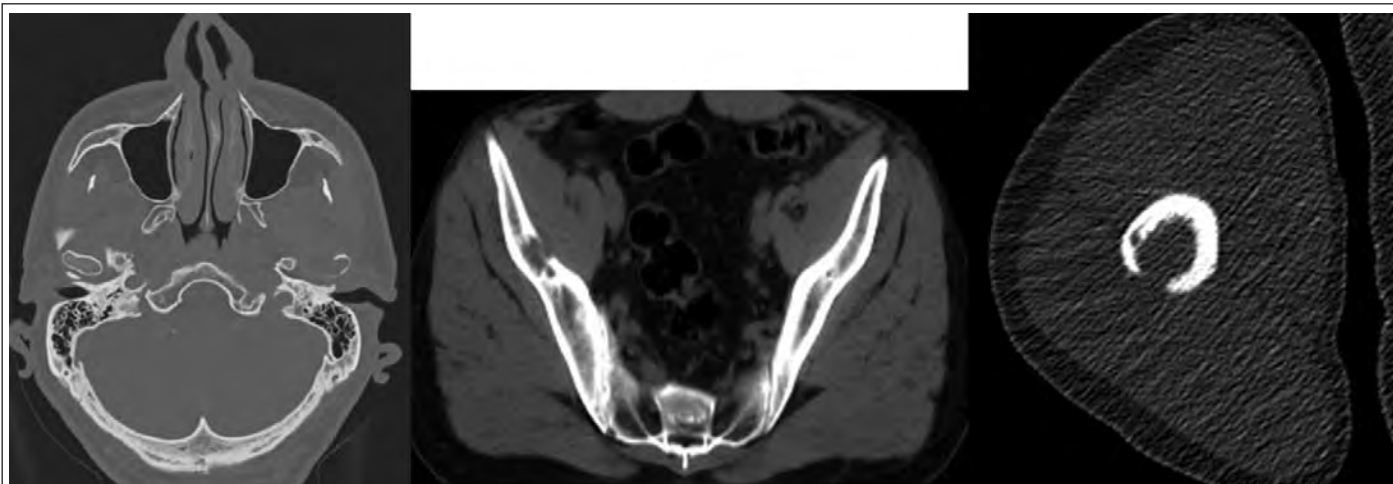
Рентгенологическое подтверждение метастатического поражения скелета в зонах повышенного метаболизма ФДГ (из личного архива Т. Р. Алексеевой).
